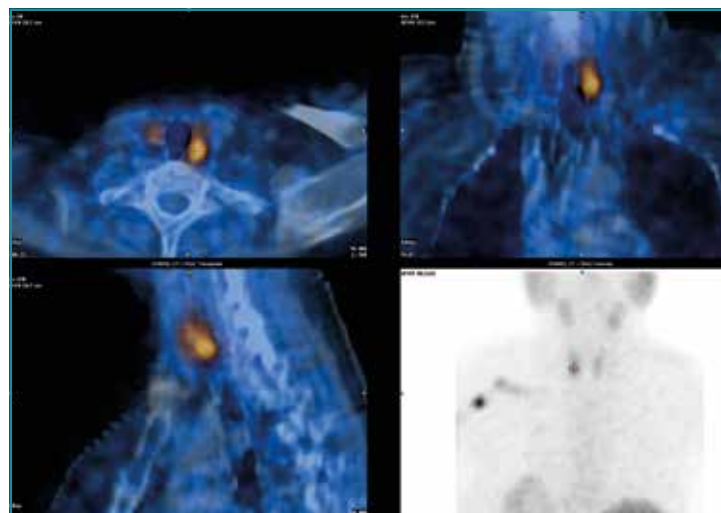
Imagen de SPECT-TC de paratiroides en los 3 planos y equivalente gammagráfico de un adenoma de paratiroides superior derecho.
